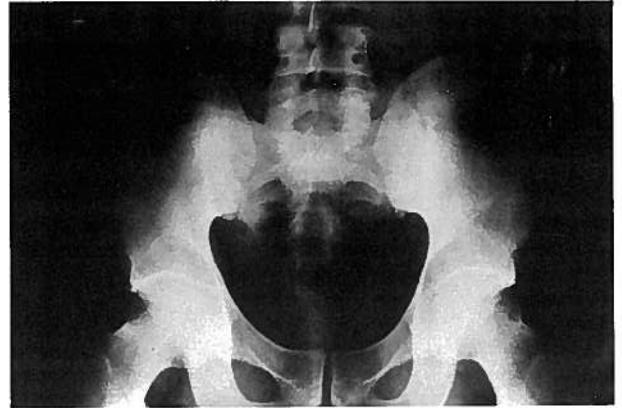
Radiografia da bacia sugerindo aspectos de sacroileíte bilateral.
